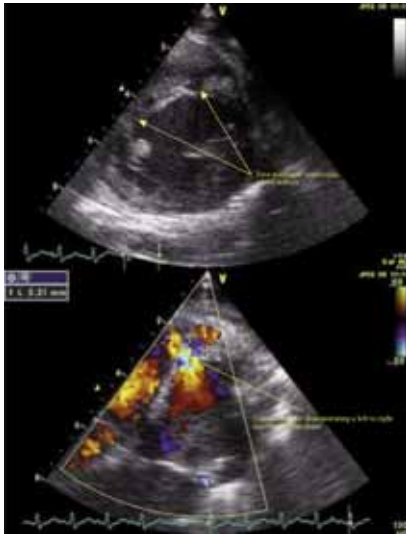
Ecografía que demuestra la ruptura del tabique intraventricular (flechas).
